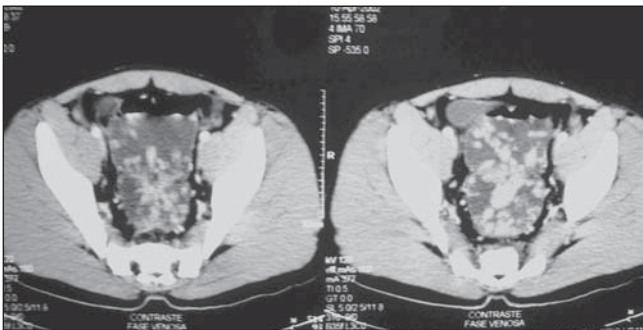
TC do abdome/pelve.
